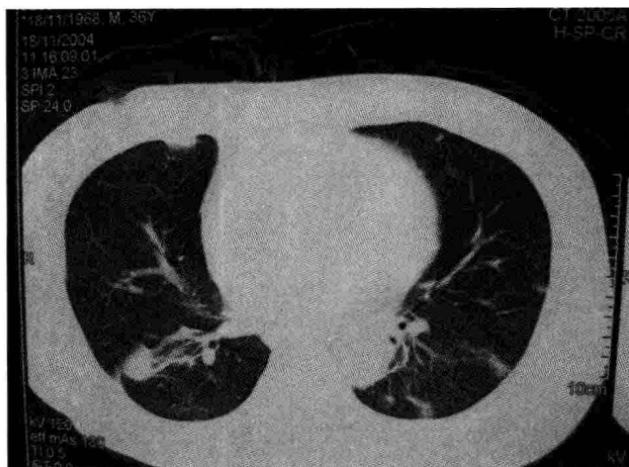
胸部 CT (肺窗) 显示双肺多发结节影
